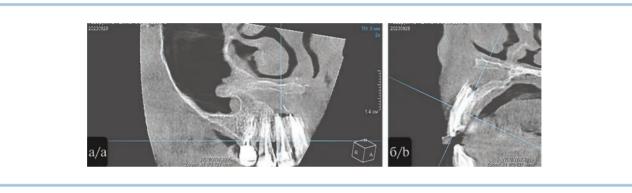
Остаточная полость через год после операции (проекция зуба 1.2). Конусно-лучевая компьютерная томограмма.
